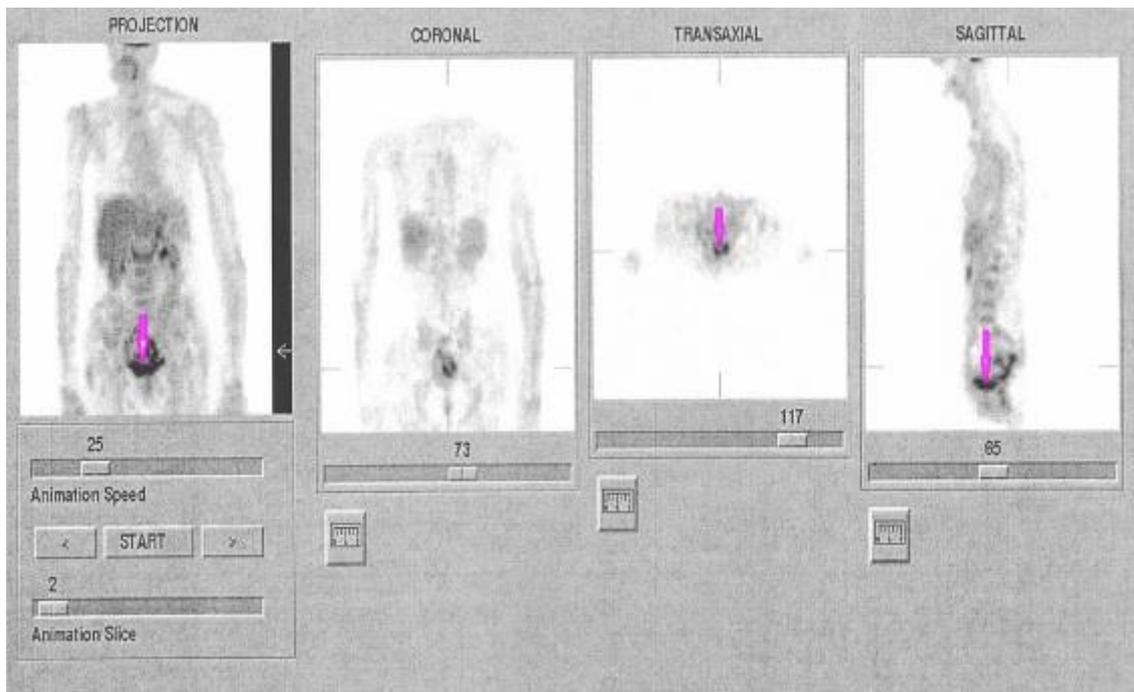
ПЭТ изображение всего тела. Рецидив РЯ (визуализируется единственный патологический очаг с гиперметаболической активностью активной специфической ткани в малом тазу).
